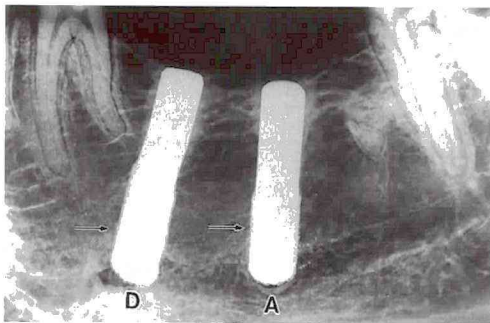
埋入後24ヵ月X線像（インプラント表面に接する骨梁はインプラント全面に緻密に癒合している）↑印
